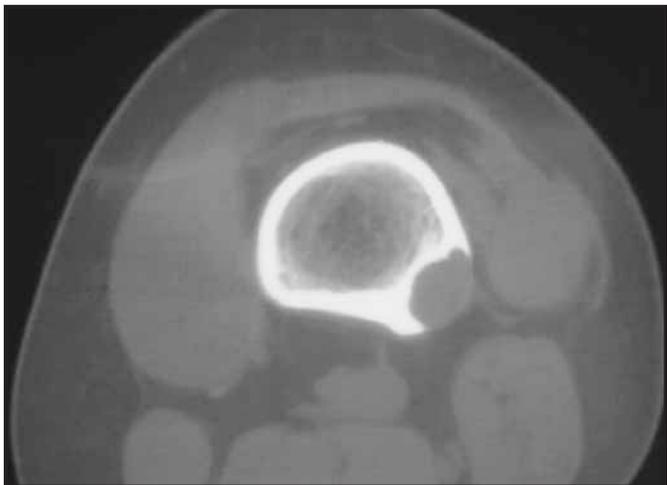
TC lesión intracompartimental, límite bien definido.
